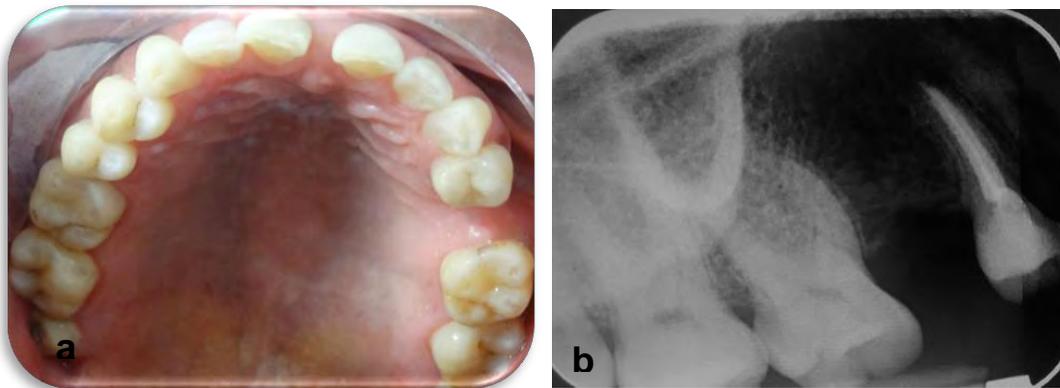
2 años de seguimiento (a), radiografía actual (b).
